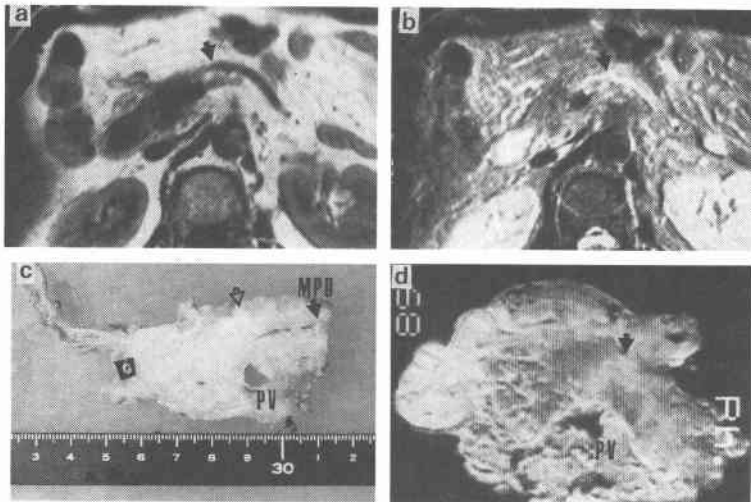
MR imaging of pancreatic carcinoma evaluated as fair
